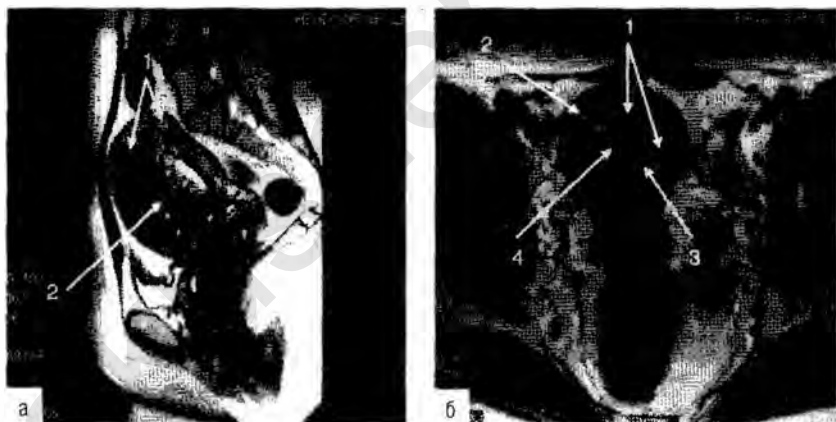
МРТ. На T2-взвешенном изображении в сагиттальной плоскости (а) матка в положении *anteflexio*, выявляются асимметрия стенок матки, утолщение передней стенки матки (1). По передней стенке матки определяются утолщение переходно-соединительной зоны, распространение эндометрия на всю толщу стенки с наличием кистозной трансформации (2) и формированием «губчатой структуры» ткани миометрия, снижением дифференциации маточной стенки. На T2-взвешенном изображении в аксиальной плоскости (б) выявляется утолщение переходно-соединительной зоны на всю толщину стенки матки, а также пенетрация эндометрия (1). В области базального слоя эндометрия (2) и в области переходно-соединительной зоны (3) определяются множественные кистозные включения. Выявляется деформация полости матки (4).
